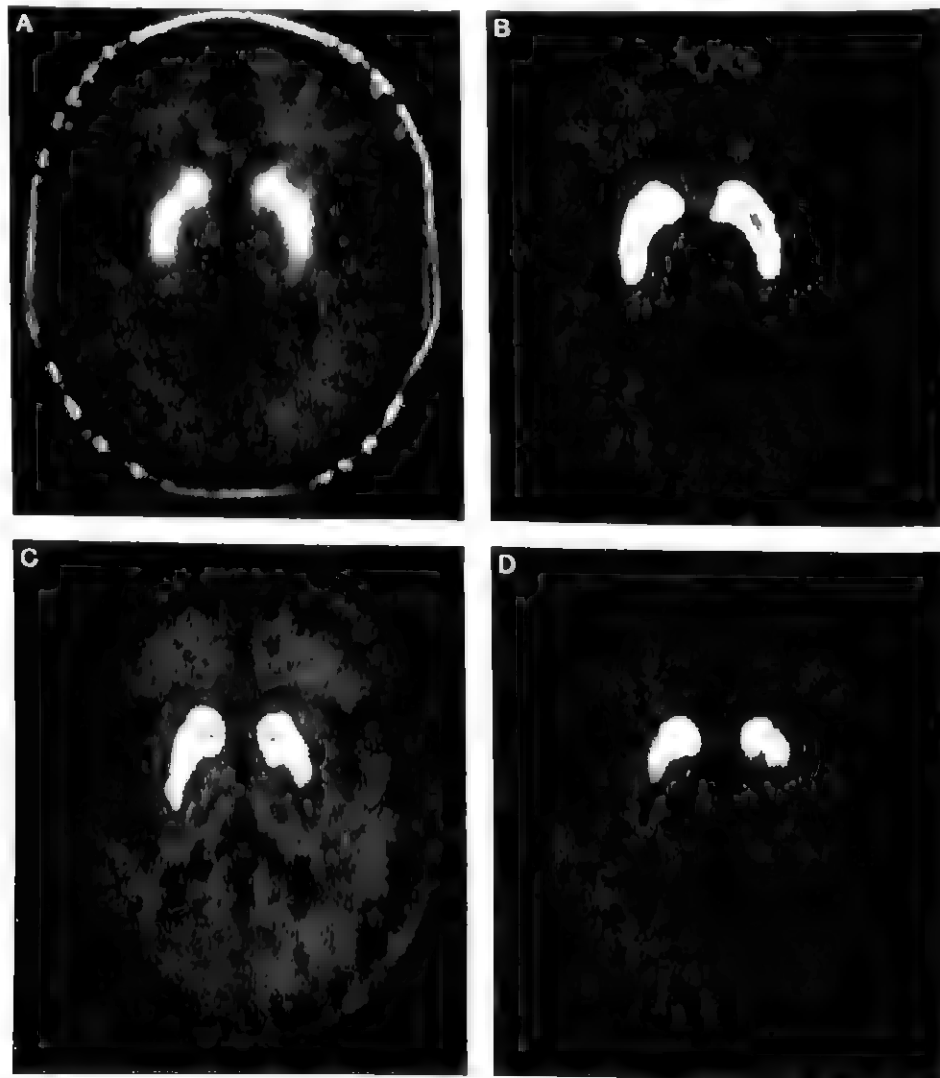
¹⁸F-FP-CIT PET 显像脑多巴胺转运体
